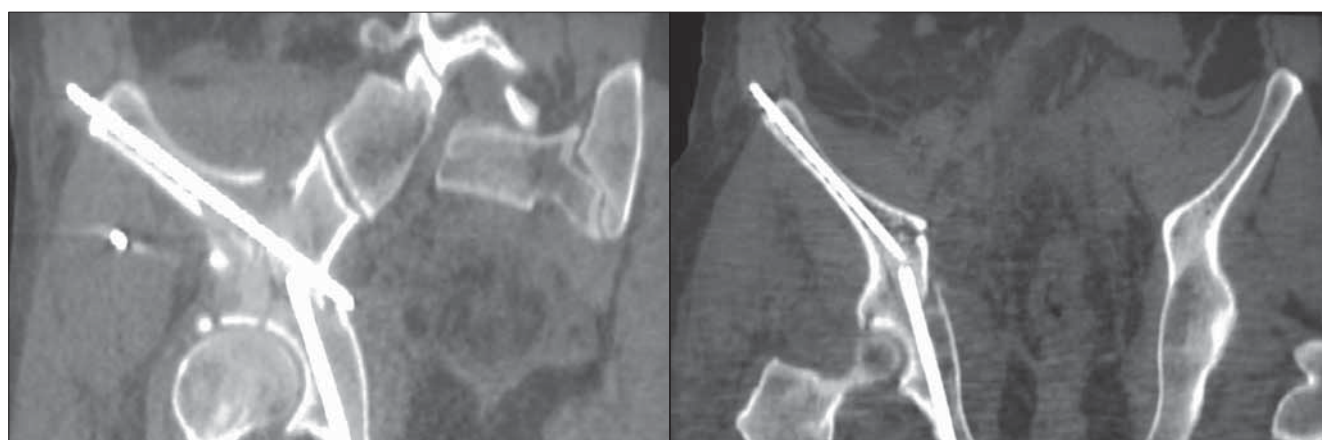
КТ после операции
